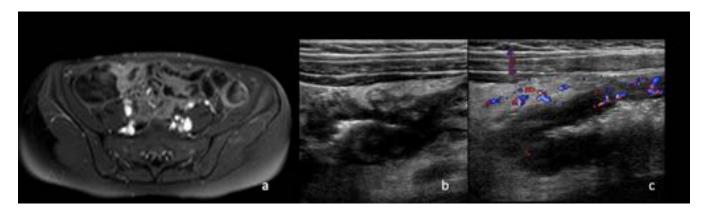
ERM axial T1 WATS con contraste i.v. donde se observa un realce intenso de la pared del íleon y la grasa mesentérica adyacente. En los cortes ecográficos en modo B y Doppler color se aprecia alteración de la ecogenicidad parietal y de la grasa regional, así como hiperemia Doppler color.
